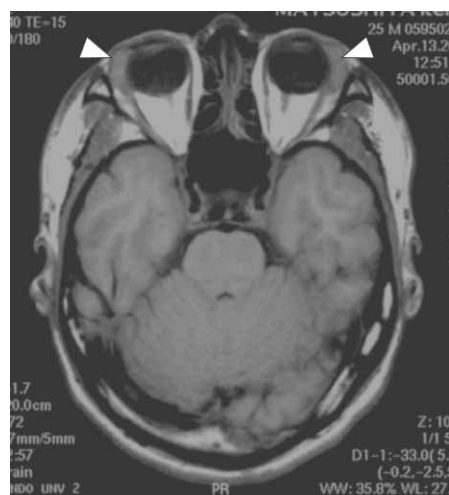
MRI axial T1-weighted image through the orbits shows marked enlargement of the lacrimal glands (arrows).
